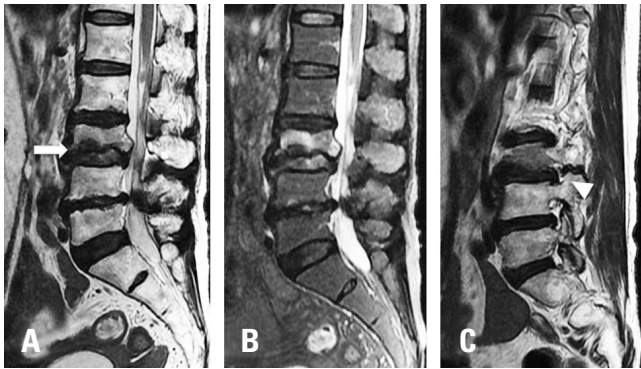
Magnetic resonance imaging (MRI) findings. (A) MRI shows an acute compression fracture at L3 with a fracture line (arrow) in the inferior part (1/3) of the vertebral body. (B) A fracture fragment extending to the spinal canal was noted. (C) Severe foraminal stenosis was noted at the L3-4 right foraminal area (arrow head).
